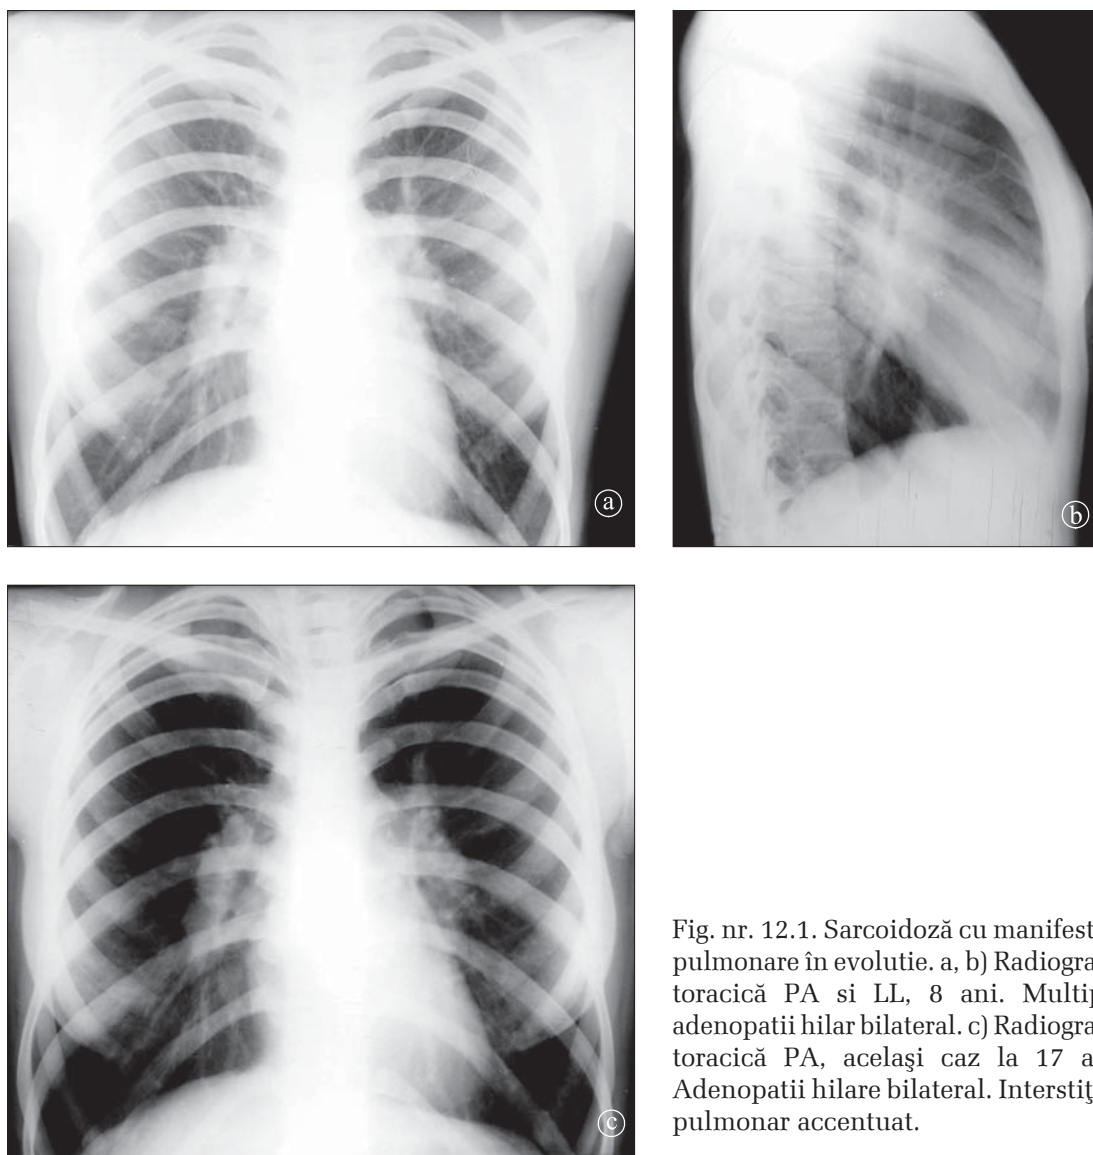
Sarcoidoză cu manifestări pulmonare în evoluție. a, b) Radiografie toracică PA și LL, 8 ani. Multiple adenopatii hilare bilaterale. c) Radiografie toracică PA, același caz la 17 ani. Adenopatii hilare bilaterale. Interstițiul pulmonar accentuat.
